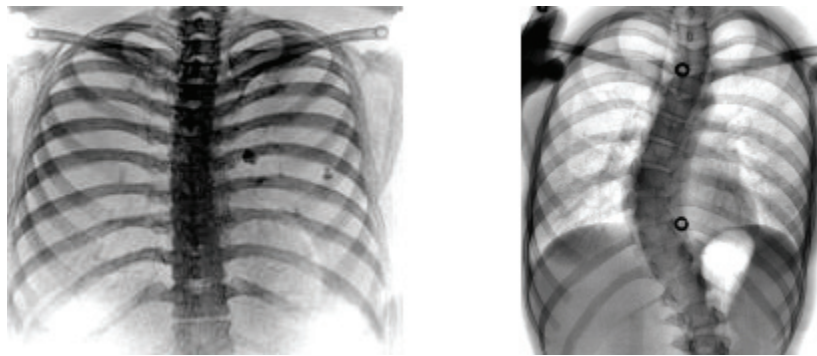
Exemple de radiographies de colonne en santé (gauche, adaptée de Wikimedia Commons, "File: DualEnergyAbsorptiometryofChestTissueSubtracted.png," *Wikimedia Commons*, 2007. [En ligne]. Disponible: <http://commons.wikimedia.org/wiki/File: DualEnergyAbsorptiometryofChestTissueSubtracted.png>. [Consulté le 2010/06/24]. ©2007 Kieran Maher. Dans le domaine public.) et de colonne scoliotique (droite, patient de l'Hôpital Ste-Justine)
